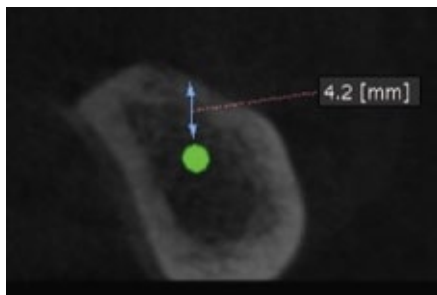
術前の CT 像。骨頂から下顎管までが 4.2mm であり、2mm の安全域を考慮すると 2.2mm の埋入長しか確保できず、インプラント埋入が困難であった。
